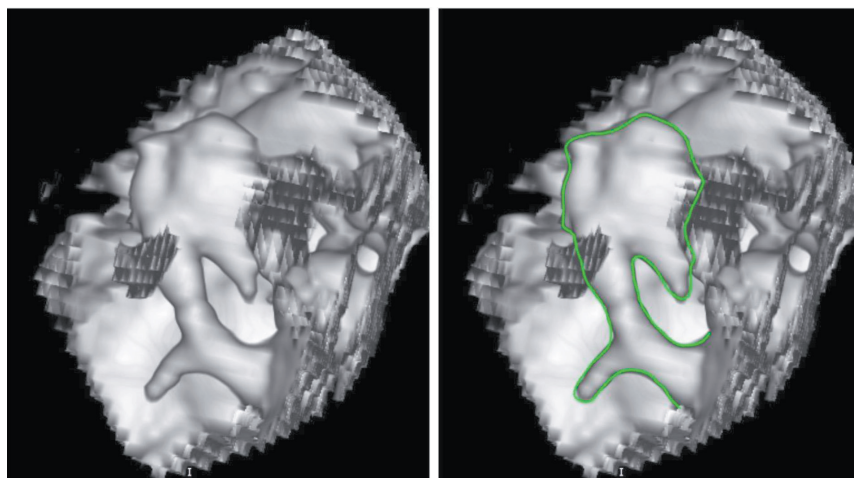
3D-модель барабанной полости на основе компьютерной томографии (шаг 0,6 мм), выполненной до операции. Зеленым контуром выделен молоточко-наковальневый конгломерат. Рукоятка молоточка сливается с костным барабанным кольцом. Отсутствует наковальне-стременное сочленение
